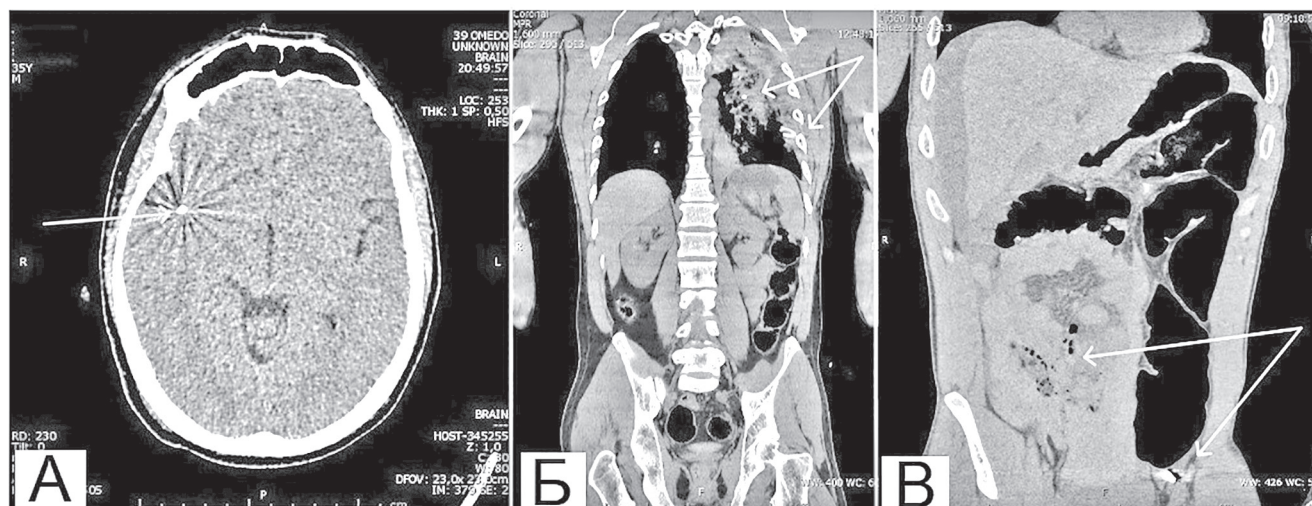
КТ-сканы пациента С., головы в аксиальной (фрагмент А), груди и живота во фронтальной (фрагмент Б и В) проекциях при поступлении: инородное тело (осколок) лобно-височной области справа; инородное тело (осколок) прикорневой зоны верхней доли левого легкого, гемо-, пневмоторакс слева, дренаж левой плевральной полости; инородное тело (осколок) брюшной полости, свободный газ, жидкость (кровь) брюшной полости (стрелка).
